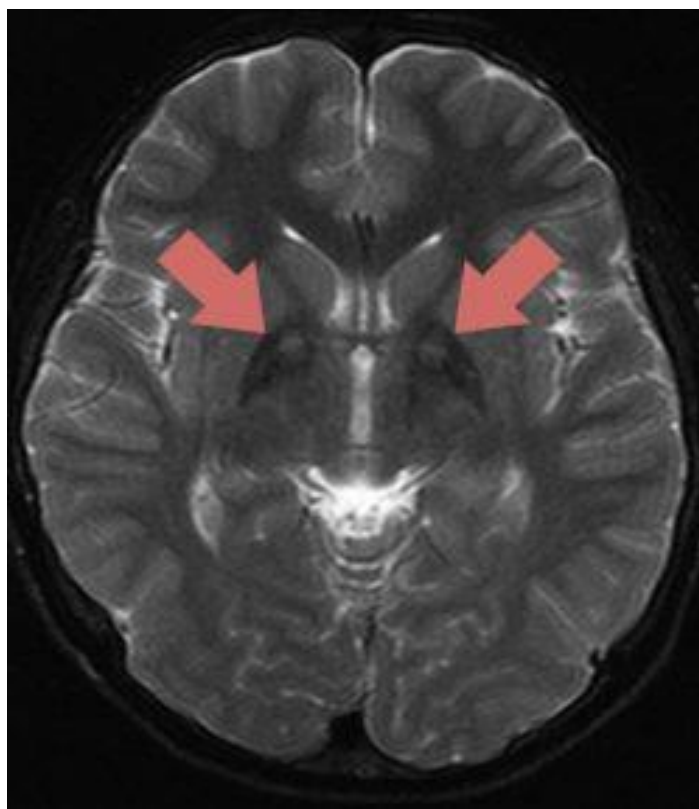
Симптом «глаз тигра» на МРТ
